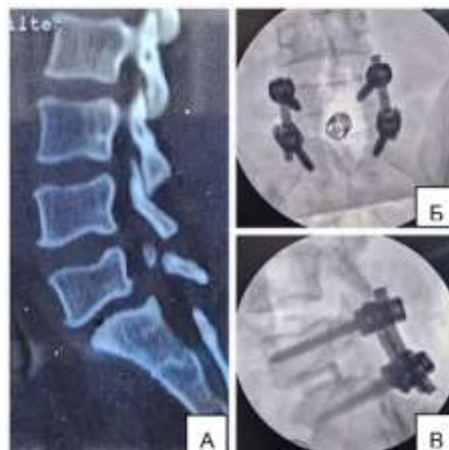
Рентгенологический исследования. А – МСКТ исследования поясничного отдела позвоночника, сагитальный срез. Б, В – после задний межтеловой и транспедикулярной фиксации L5-S1 позвонков.
